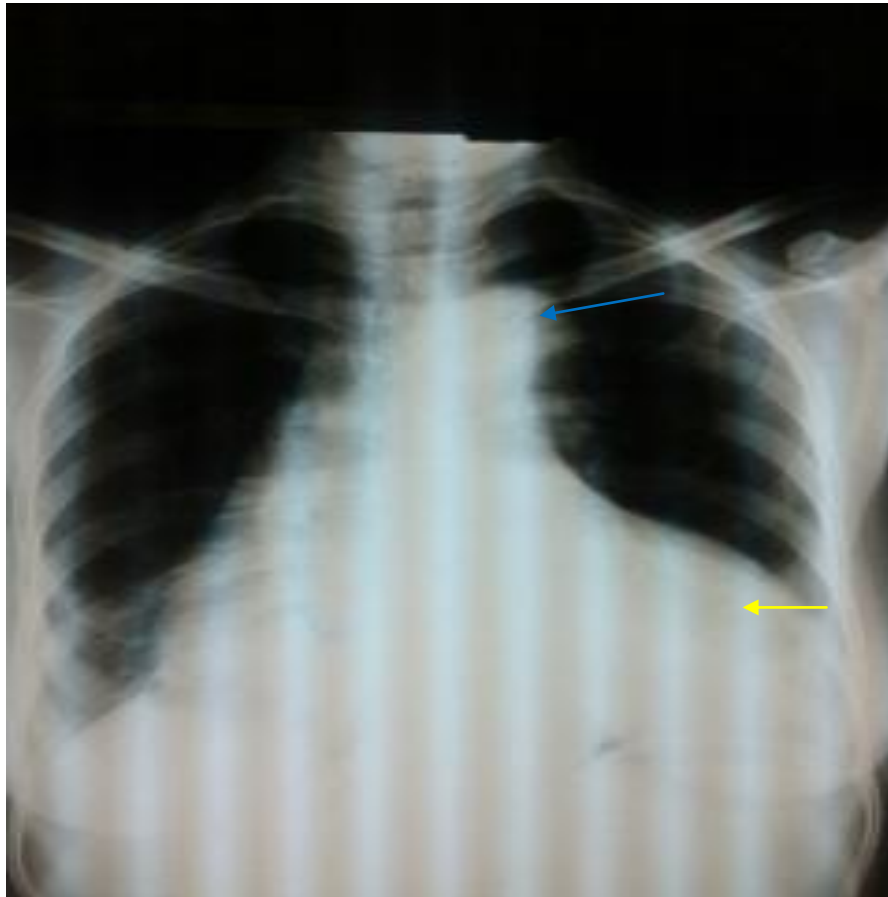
Radiographie thoracique de face objectivant un déroulement du bouton aortique (flèche bleue) et une cardiomégalie importante (flèche jaune) avec un rapport cardio-thoracique à 0,67.
